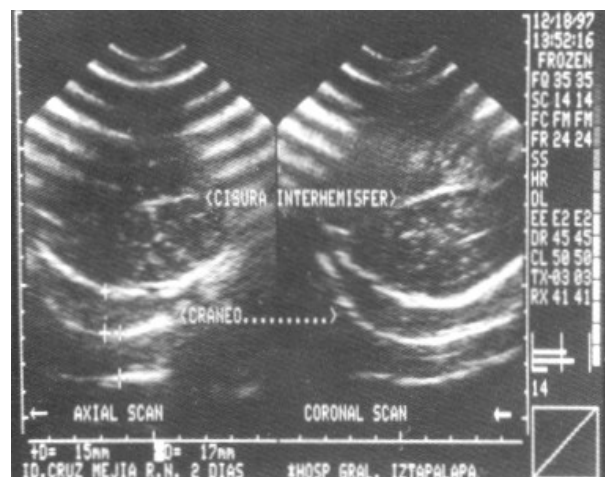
Ultrasonido de cefalohematoma parietal derecho.
